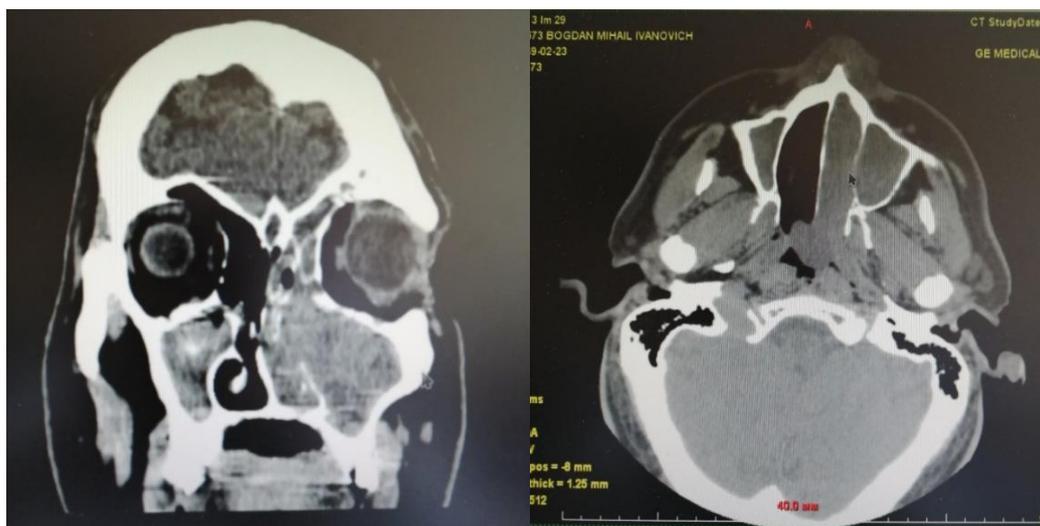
Рисунок – КТ-скан пациента Б. аксиальная и корональная проекции, визуализируется образование в левой половине носа и околоносовых пазухах
